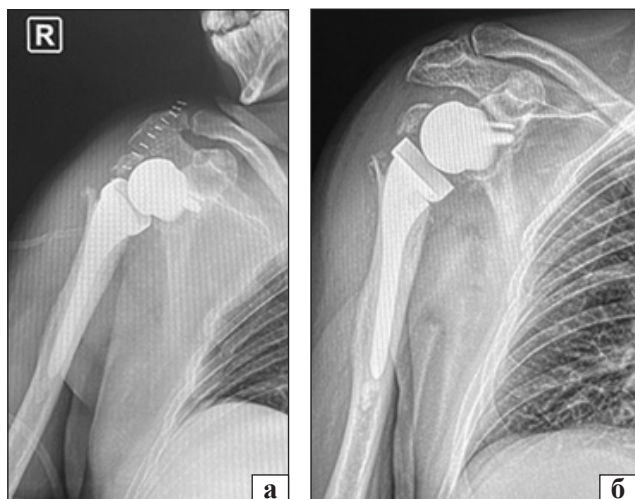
Рентгенограми пацієнта С. відразу (а) та через 3 міс. (б) після операції
